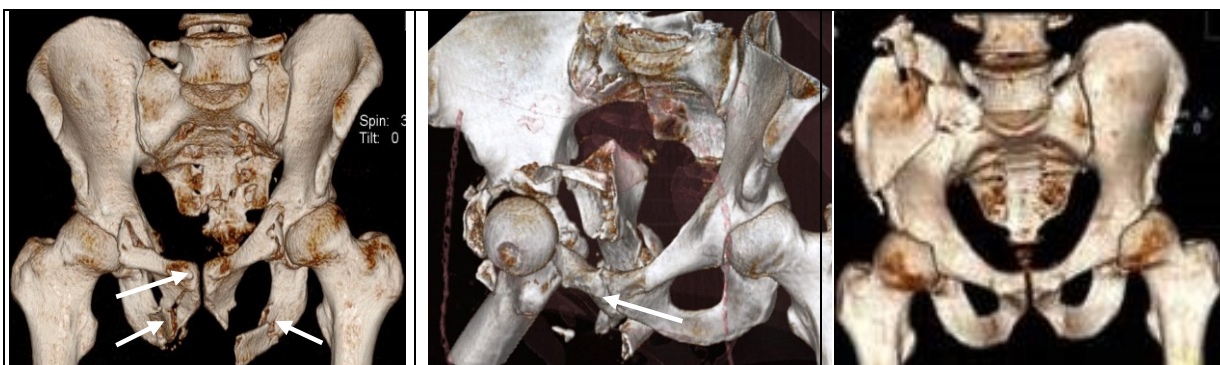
TC.: imaginile tridimensionale ale fracturii oaselor bazinului.
